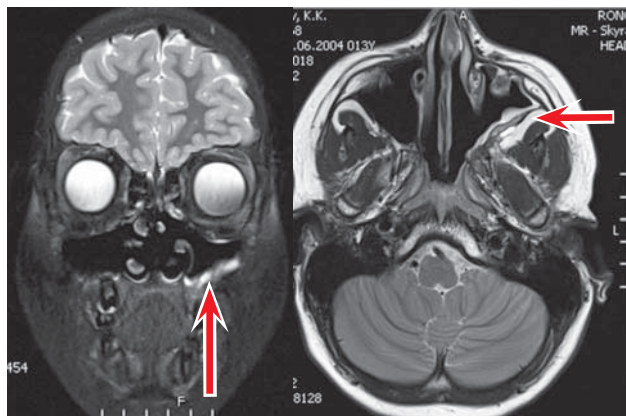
Пациент М., 12 лет. Магнитно-резонансная томография черепа, выполненная после комбинированного лечения
